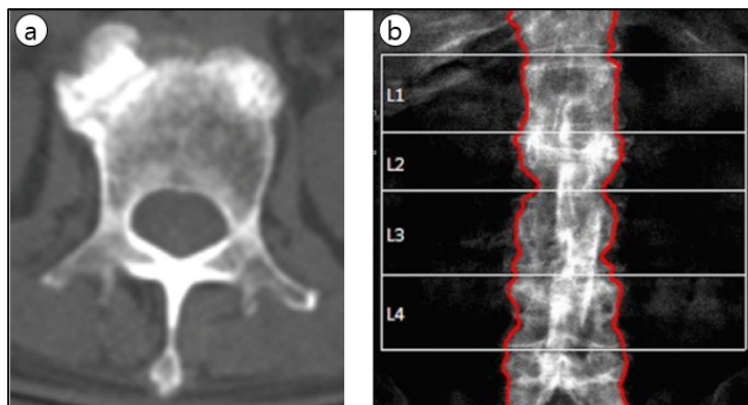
PA-DXA of the spine estimates the amount of all minerals in the path of the x-ray beam, while QCT estimates only the trabecular bone density within the vertebral body. Osteophytes(a) and aortic calcification(b) can add a considerable amount of mineral to the DXA signal.
